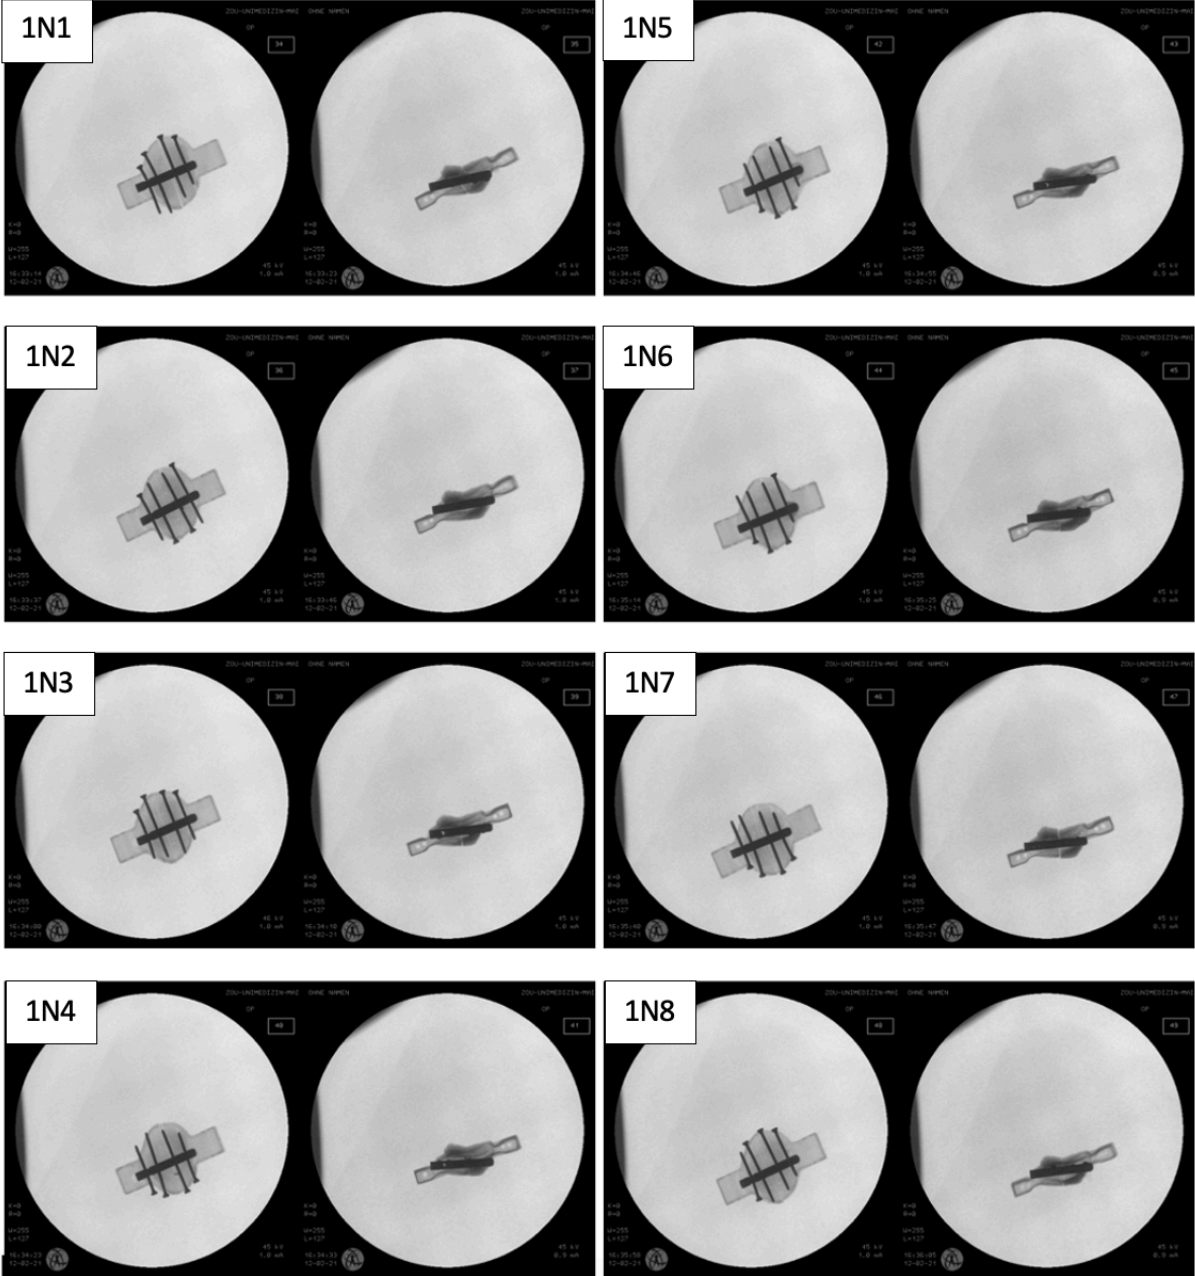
Post-interventionelles Röntgen in 2 Ebenen, Einzelnagelmethode 1N1-1N8
